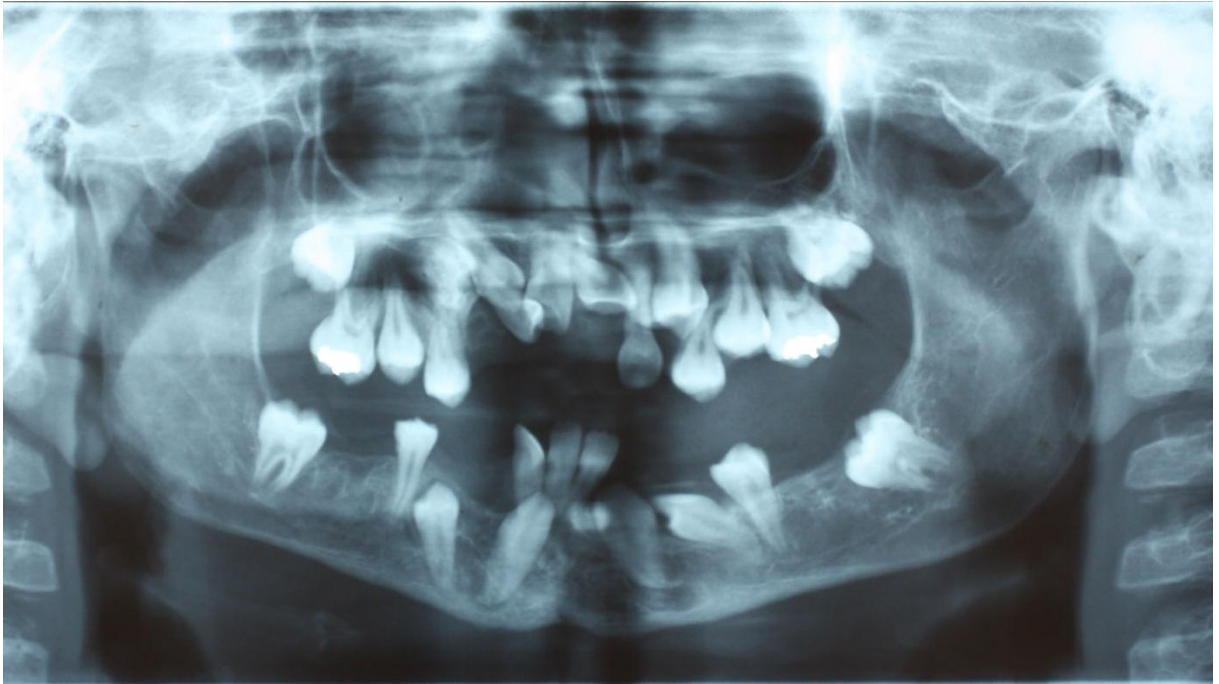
Radiografia Panorâmica atual 2012
